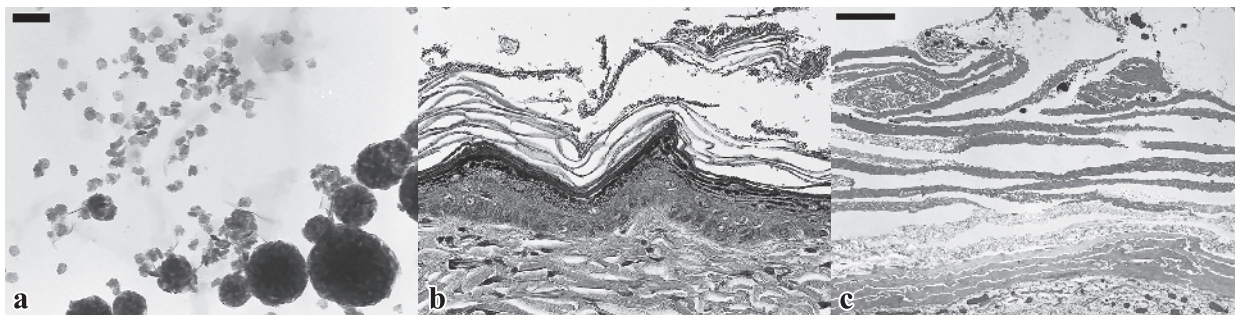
二酸化チタンナノ粒子と曝露試験. a. エマルジョン中に分散した二酸化チタンナノ粒子の電顕像. Scale bar: 100 nm. b. ナノサイズ二酸化チタンエマルジョンの単回塗布急性曝露後の光顕所見. 角層内に無数の二酸化チタンナノ粒子と思われる微細顆粒状物質が認められるが, 肉眼で確認できるのはおおむね凝集体のようである. c. ナノサイズ二酸化チタンエマルジョンの2週間連続曝露後の電顕所見. 凝集体以外に個々の二酸化チタンナノ粒子も視認でき, これらはエネルギー分散型X線微量元素分析にて確認できる. Scale bar: 10 μm .
